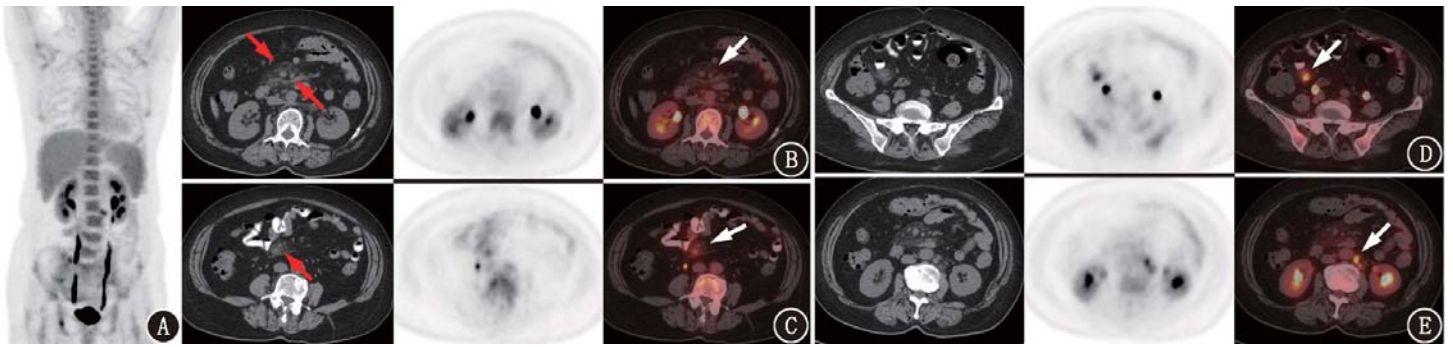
脂膜炎患者(女,65岁;病例3)的 ^{18}F -脱氧葡萄糖(FDG) PET/CT 图像。A.最大密度投影图示脾脏增大伴 FDG 摄取普遍增高,最大标准摄取值(SUV_{max}):4.1,骨髓 FDG 摄取普遍增高(SUV_{max} :4.4);B~C.小肠系膜根部脂肪密度增高呈云雾状,边缘清晰见“假包膜征”(红箭头示),内见血管周围“脂肪环征”和结节影(红箭头示),相应区域 FDG 摄取不均匀性增高, SUV_{max} 分布于 1.7~3.5(箭头示);D.右下腹回肠系膜脂肪密度局限性增高, SUV_{max} :5.0;E.腹膜后见数个 FDG 摄取增高的淋巴结影, SUV_{max} 分布于 2.4~5.6,短径分布在 0.5~0.8 cm(箭头示)。该患者最终临床诊断为肠系膜脂膜炎,予糖皮质激素和免疫抑制剂治疗后退热
